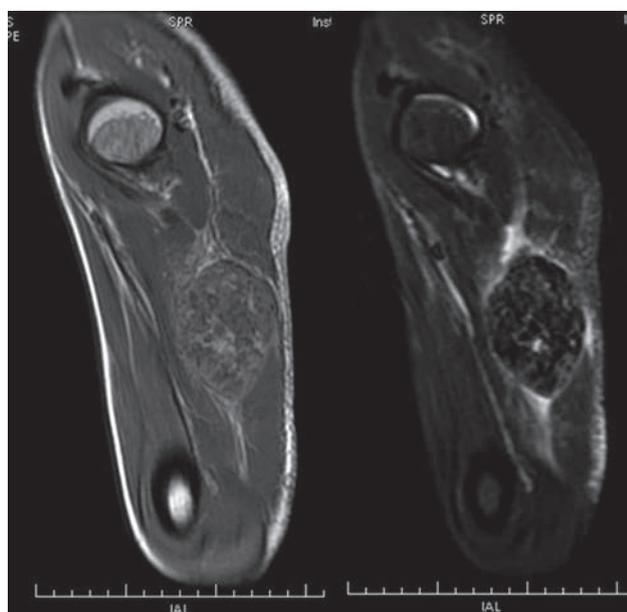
Resonancia magnética de muslo que demuestra la lesión de mayor tamaño con señal isointensa al músculo en densidad protónica (A), hipointensa en STIR (B).
